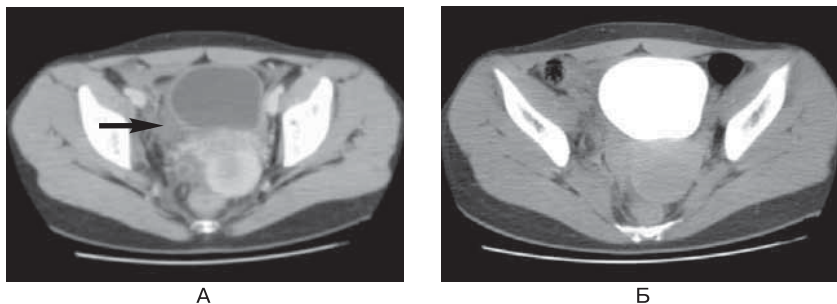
КТ-цистограмма. (А) Часть серийных изображений при травме выявляет жидкость вокруг мочевого пузыря (*стрелка*), повышая вероятность повреждения его стенки. (Б) Последующая КТ-цистограмма подтверждает отсутствие утечки контраста из мочевого пузыря, давая высокую степень уверенности в отсутствии значительного повреждения его стенки.
